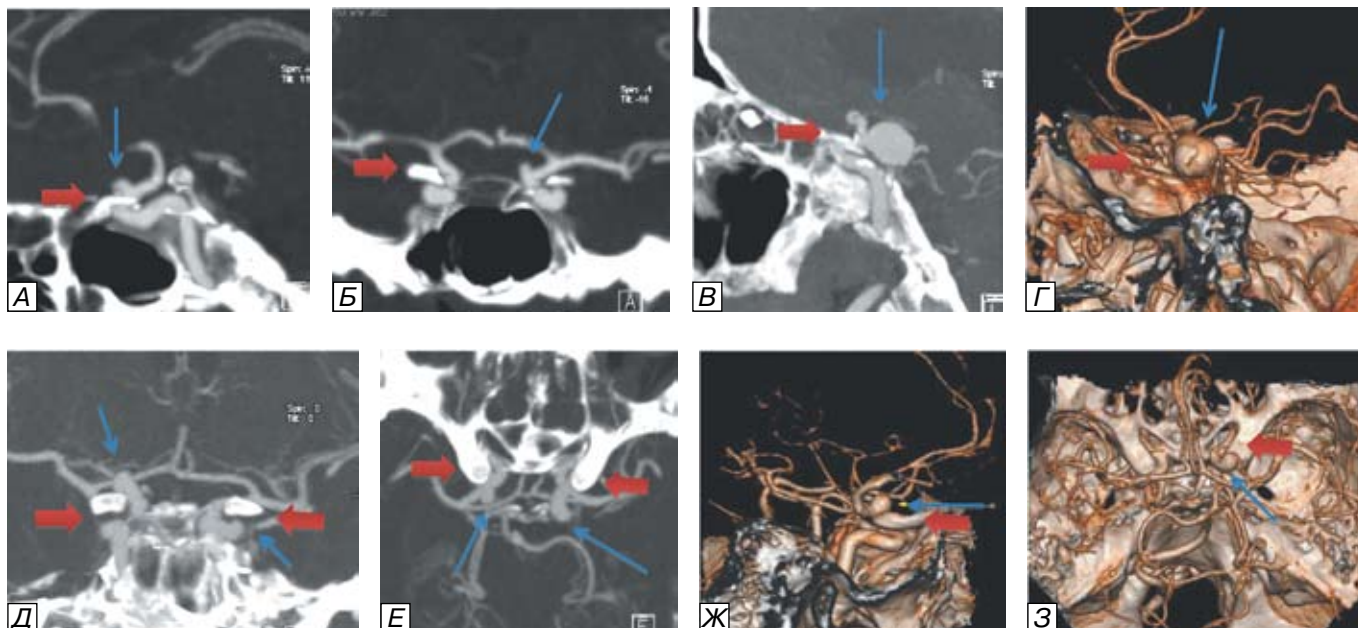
Варианты расположения аневризмы относительно переднего наклонного отростка (указан короткой красной стрелкой), КТ-ангиография. А-Б — милиарная аневризма офтальмического сегмента левой ВСА (стрелка), 2D MIP; В-Г — аневризма коммуникантного сегмента левой ВСА (стрелка), В — 2D MIP лучше показывает строение шейки аневризмы, Г — 3D-реконструкция демонстрирует положение аневризмы относительно переднего наклонного отростка; Д-З — аневризмы офтальмических сегментов обеих ВСА (указаны стрелками); Д-Е — на 2D MIP достоверно показано направление купола каждой аневризмы и положение шейки относительно переднего наклонного отростка; Ж-З — дополнительные 3D-реконструкции показывают положение аневризмы правой ВСА относительно переднего наклонного отростка.
